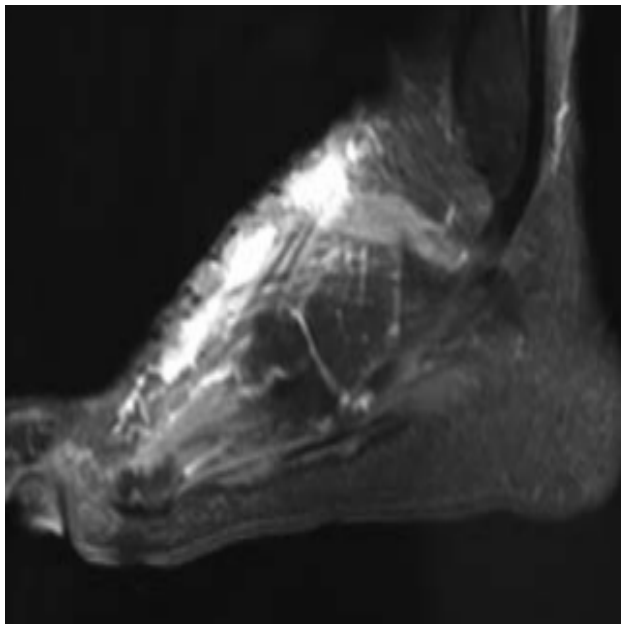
IRM axiale post-gadolinium pondérée en T1 montrant l'implication résiduelle des tissus mous sur le dos du pied du patient.[40]
